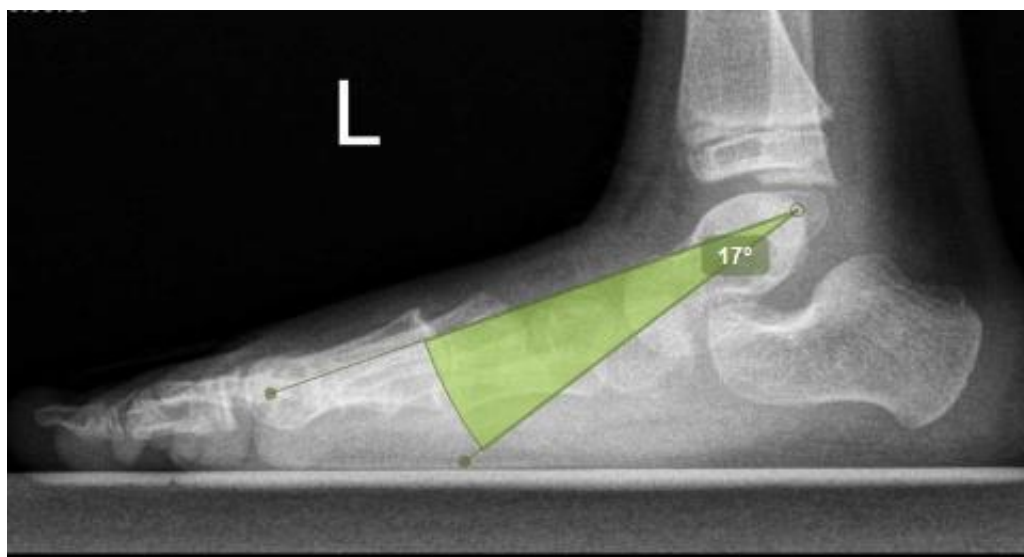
Рентгенограма стопи в боковій проекції стоячи з визначенням величини КТІП.
